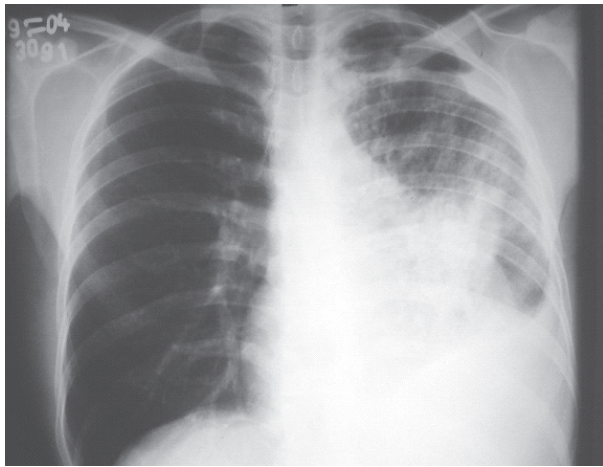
Radiografia após a toracocentese, com a retirada de 3000ml de líquido pleural. Câmara de pneumotórax apical e hipotransparência heterogênea difusa em todo o pulmão esquerdo; derrame pleural no terço inferior do hemitórax esquerdo.
